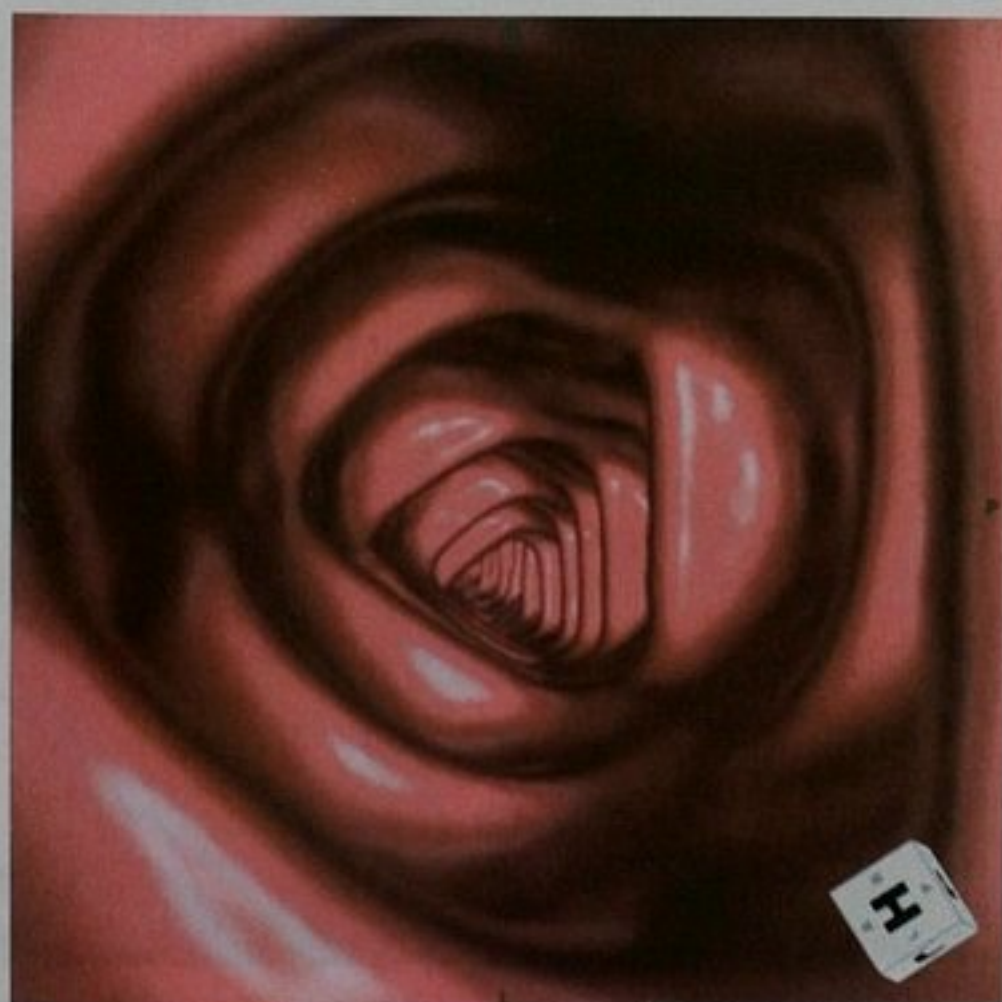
CT 结肠仿真内镜的腔内观。肠道准备后经直肠注入气体,结肠腔扩张
